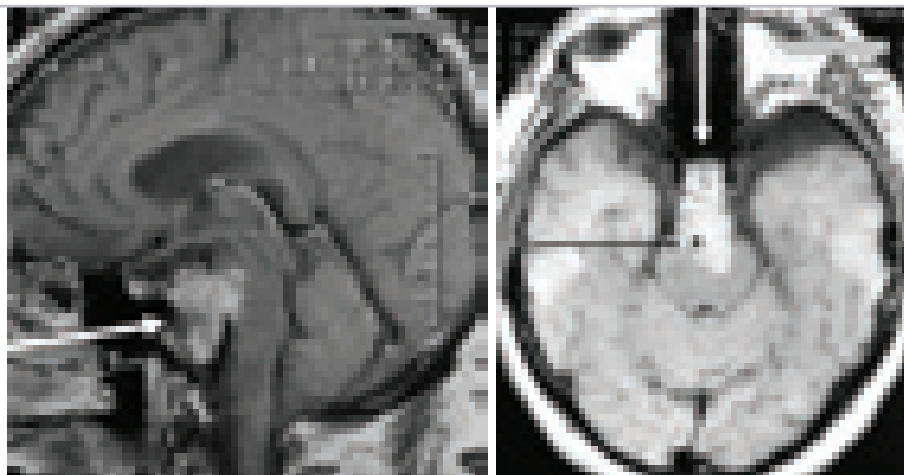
Хордома основания черепа. Больной 58 лет. МРТ (Т1) с контрастом в сагиттальной, аксиальной и фронтальной проекции. Опухоль в области верхних, средних и нижних отделов ската, обрастает на значительном протяжении a.basilaris (тёмная стрелка). Грубо внедряется в мост мозга. Светлая стрелка указывает направление доступа.
